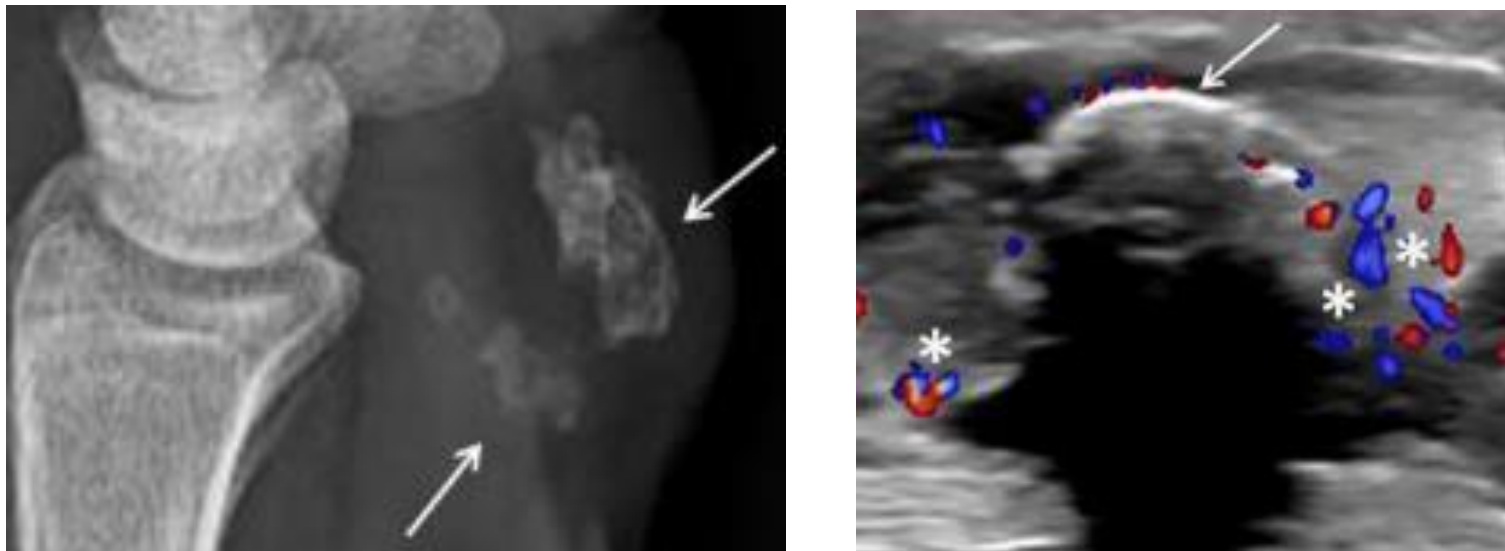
Mujer de 75 años. Radiografía simple de muñeca izquierda, proyección lateral (izquierda) y ecografía (derecha). Numerosos focos nodulares calcificados (flechas blancas), en las proximidades de la articulación radiocubitocarpiana. Los asteriscos muestran zonas con aumento de la señal Doppler en relación con hipertrofia sinovial.
